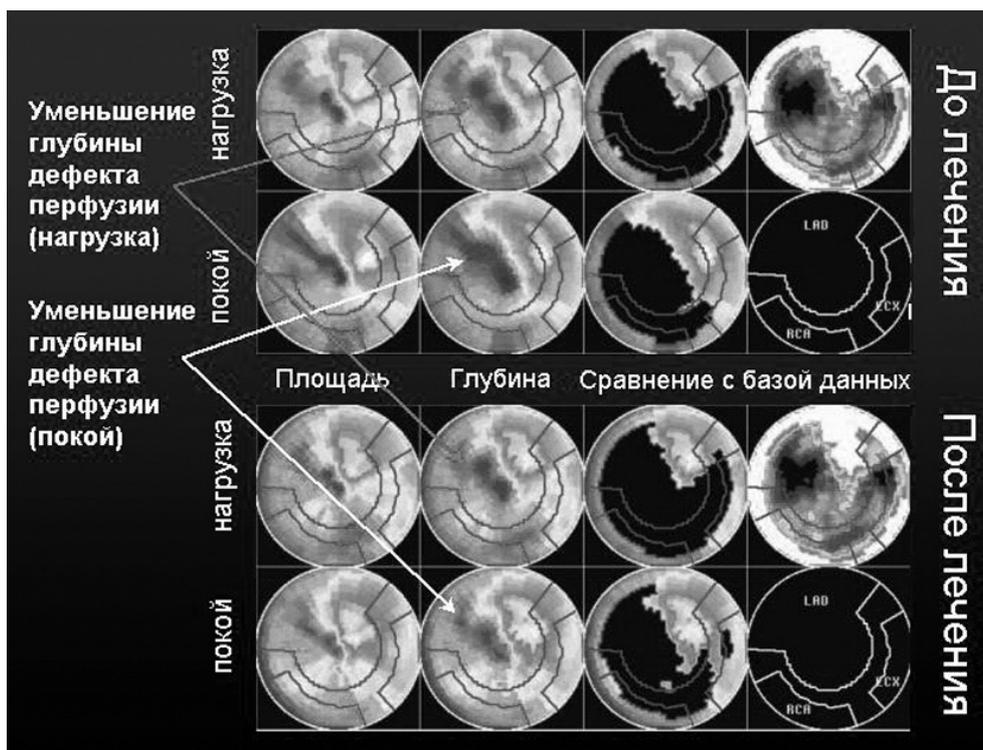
Улучшение перфузии миокарда после проведения наружной контрпульсации.
